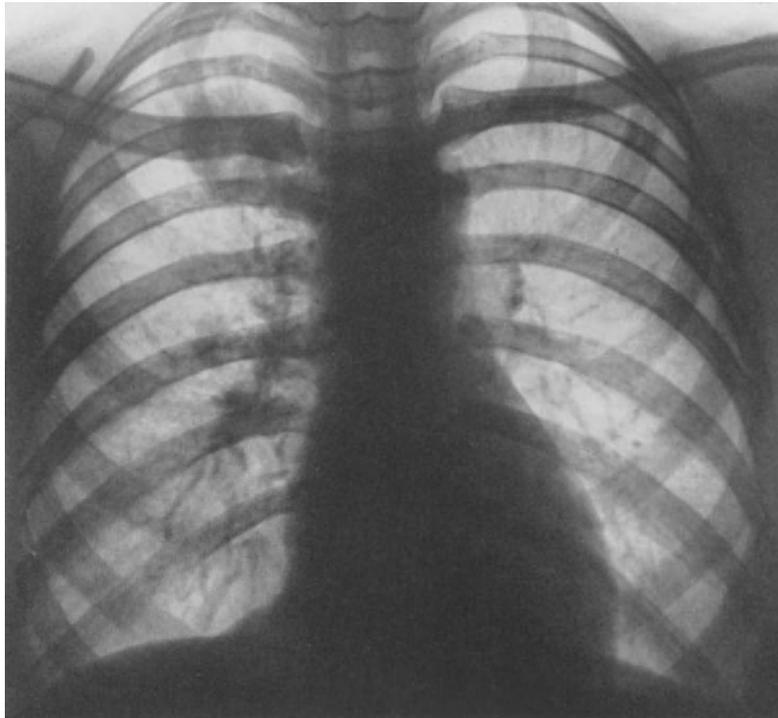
27jährige Patientin. 1948 erstmals Feststellung eines kleinen Rundherdes im rechten Oberfeld in Höhe des Schlüsselbeines. In der Folgezeit bei laufenden Kontrolluntersuchungen und bei Fehlen von Aktivitätszeichen keine Größenzunahme feststellbar. 1951 Heilverfahren. 1952 nochmals Heilstättenkur. Während dieser Zeit erstmals Feststellung einer Vergrößerung des Rundherdes. Danach nochmaliges Heilverfahren. Bei der Klinikaufnahme subfebrile Temperaturen und starker Hustenreiz. Röntgenologisch kavernisiertes Tuberkulom im rechten Oberfeld. Lobus venae azygos. Jetzt erstmals Sputum tbk.-positiv. Behandlung durch Resektion
